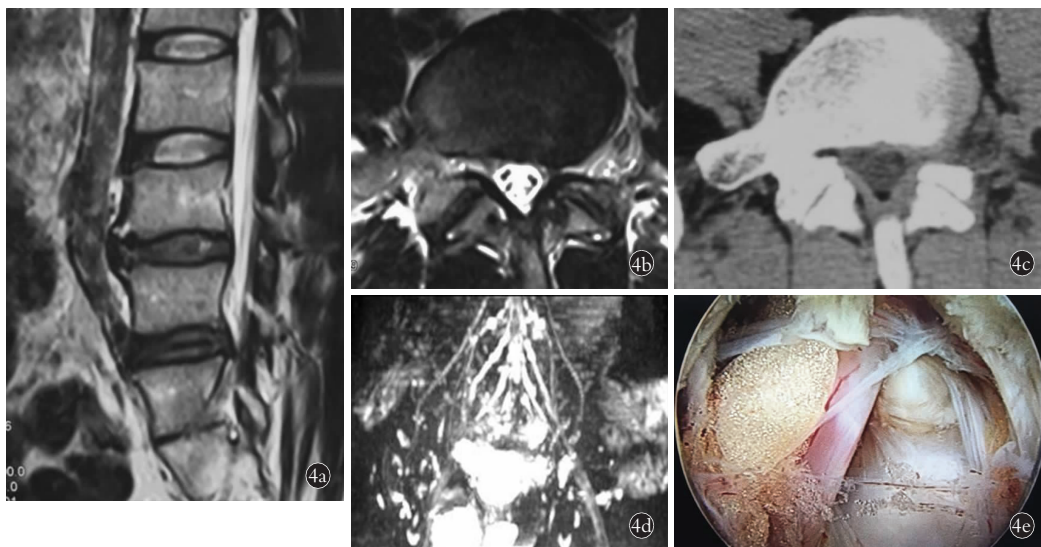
患者,男,44 岁,左侧腰腿痛 4 个月,左下肢剧烈放射痛 3 d,术前左下肢 VAS 评分 9 分,L<sub>5</sub>S<sub>1</sub> 左侧轻度膨出,未见明显神经受压 4a,4b. 术前 MRI 4c. 术前 CT 显示较 MRI 更明显的椎间盘突出,神经根可能受压 4d. 术前坐骨神经 MRI 排除坐骨神经病变 4e. PEID 术中见神经根肩部微小髓核突出
